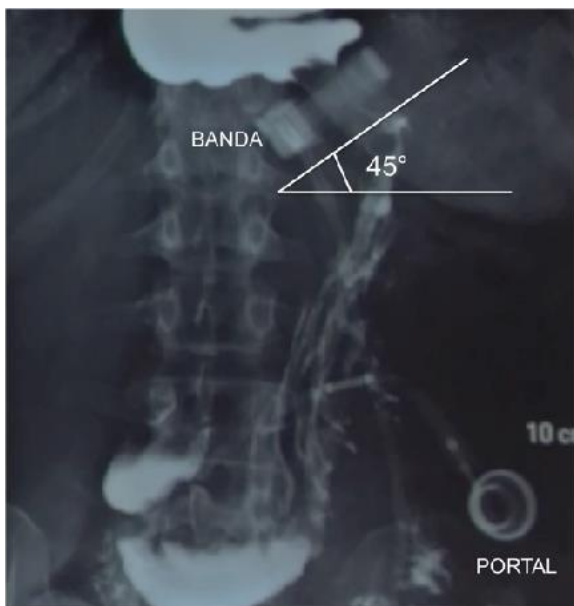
Posição oblíqua normal da banda gástrica na radiografia simples (Imagem gentilmente cedida pelo Dr. João Batista Marchesini)
